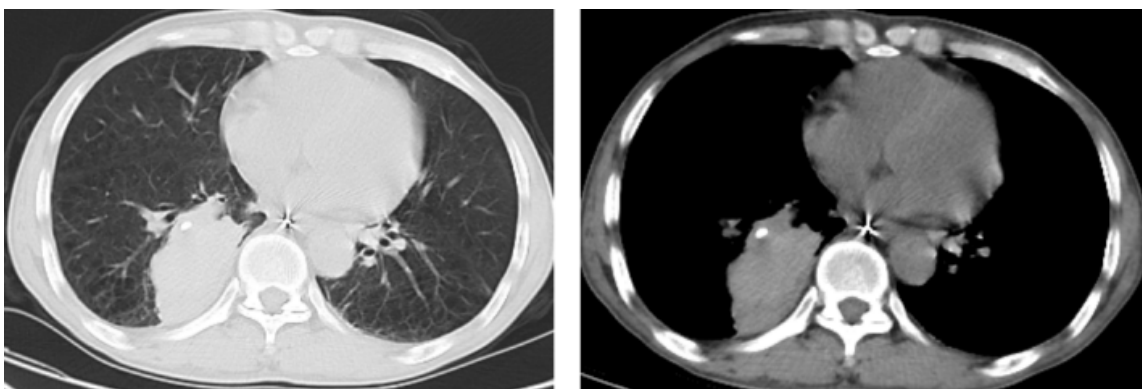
术后 1 周复查胸部 CT 平扫, 可见右肺下叶团块影较术前缩小 (大小约 7.6×4.3cm), 无咯血复发及肺梗死。
